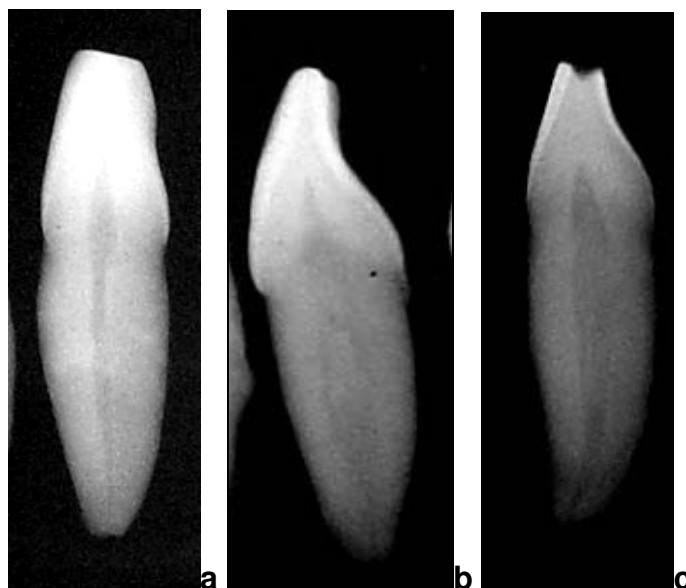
Radiografias méso-distais utilizadas para a avaliação da anatomia interna. Canal atrésico (a), bifurcado (b), achatado (c)
